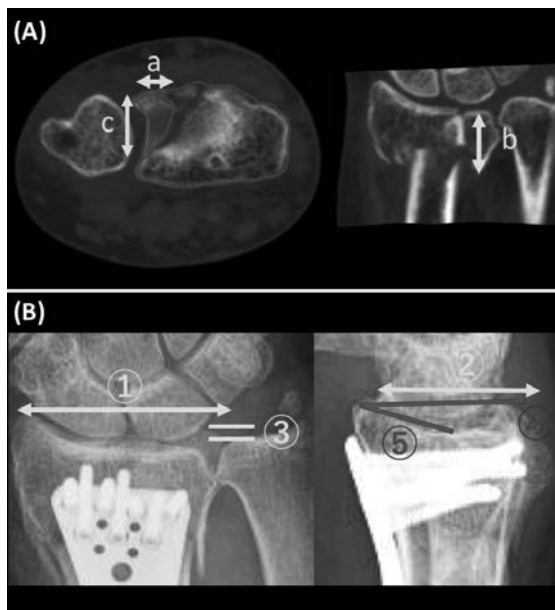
(A) CT画像によるDPFの大きさ・関節面に占める割合。
